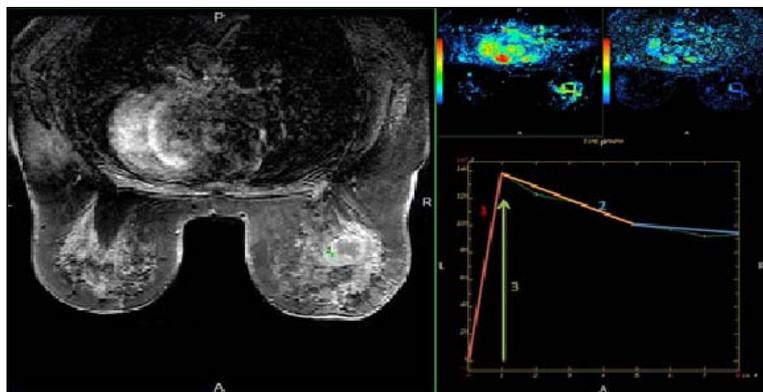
МРТ молочной железы больной Л., 47 лет: в верхне-наружном квадранте правой молочной железы определяется образование неоднородной структуры с четким, неровным контуром, размерами 28×25×19 мм
